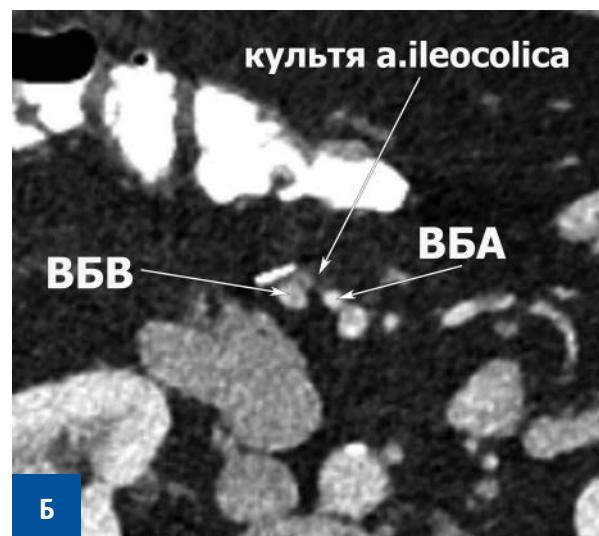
Change in the appearance of the stump of the ileocolic artery on CT in dynamics. A) CT 1 month after surgery. The artery stump is visualized as a fibrotic line with fuzzy contours (axial plane); Б) CT 1 year 8 months after surgery. In dynamics, there is a decrease of the thickness of the stump of the ileocolic artery and an increase in the clarity of its contours (axial plane)
